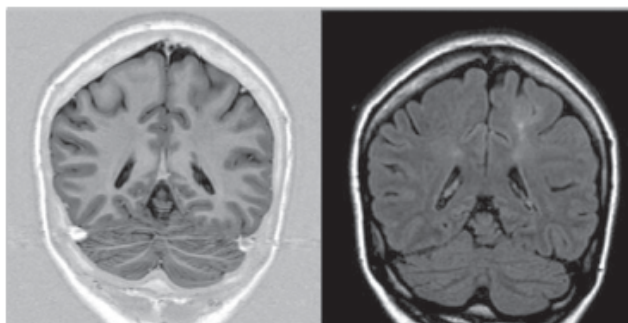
Displasia Cortical. En la secuencia T1R se aprecia un engrosamiento cortical en región parietal izquierda, con aumento de señal en la secuencia FLAIR y mala diferenciación entre sustancia blanca y gris.
